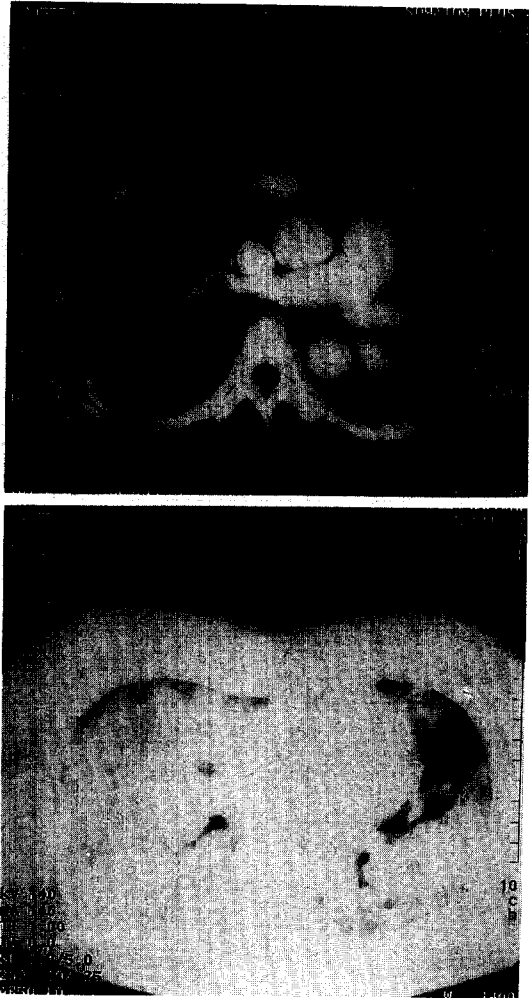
Chest CT scan shows diffuse air consolidation with ground glass opacities.
